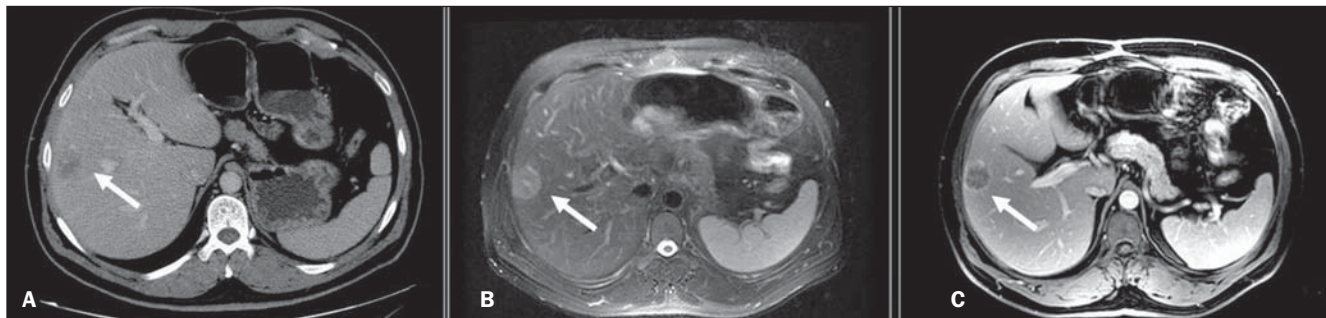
Metástase de neoplasia de cólon. A: TC, fase portal; B: RM, FSE T2 com saturação de gordura, TE 90 ms; C: RM, GRE T1 fase portal. Lesão nodular com discreto hipersinal em T2 na RM e realce anelar pelo meio de contraste nas fases portais (TC e RM).
